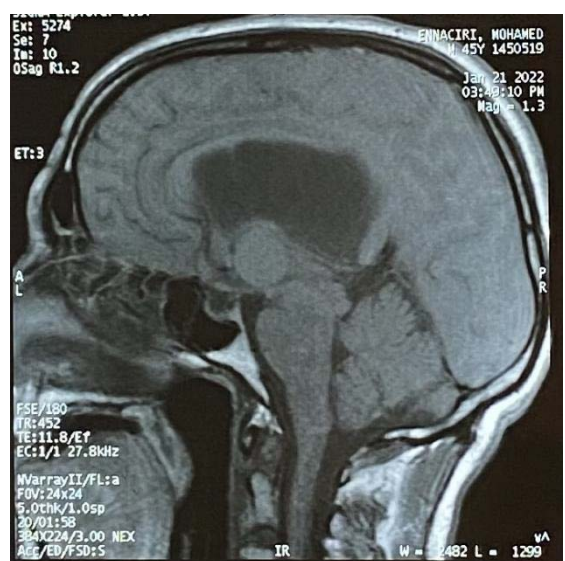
IRM cérébrale du patient numéro 2, coupe sagittale qui montre une formation arrondie en iso-signal T1 au niveau du V3 avec une dilatation des deux ventricules latéraux.
